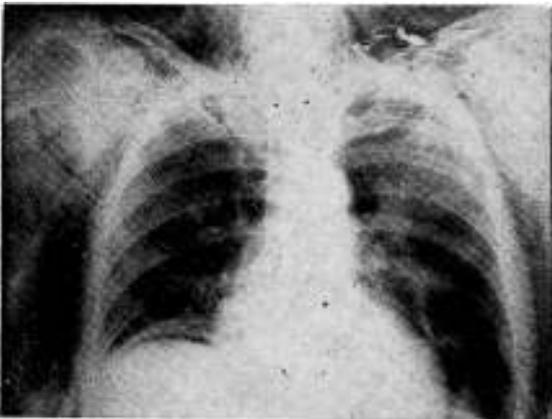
Radiografía tomada 1 hora y media después de la anterior. Se ha evacuado el neumoperitoneo con una mínima reapertura de la herida operatoria, y se ha reducido notablemente. En hemitórax izq. se observa pequeño neumotórax para mediastinal izq., provocado por la punción hecha por error.
